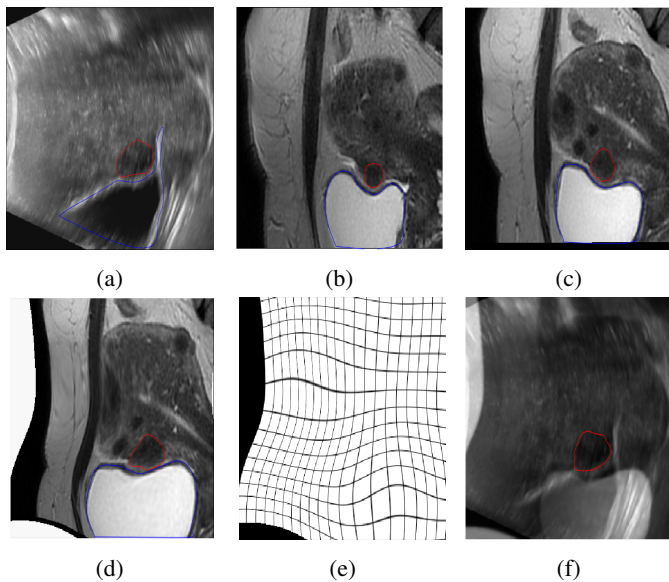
(a) Image US (Fibrome-rouge, Vessie-bleu). (b) Tranche IRM initiale. (c) Image extraite après recalage non rigide. (d) Image extraite après le recalage proposé. (e) Grille de déformation. (f) Image fusionnée.
